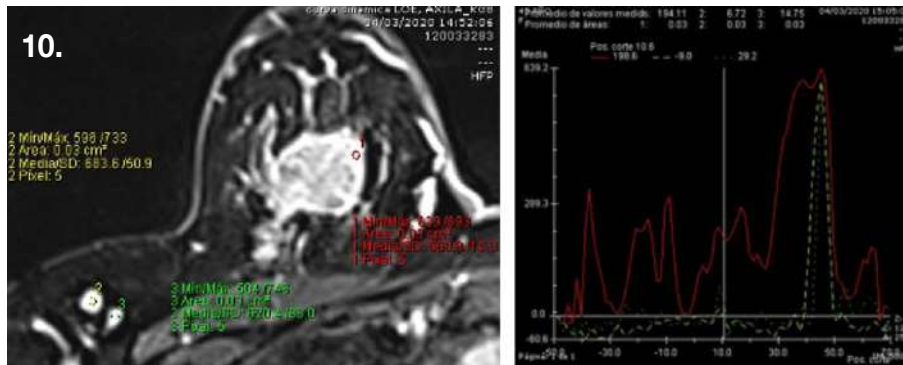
RMN de Mamas realizada 15 días previo al inicio de quimioterapia, secuencia T1: imagen nodular redondeada hipointensa;
